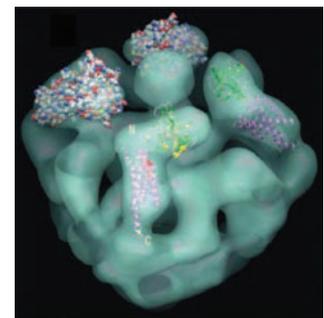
X線による IP3 結合部位構造 (Bosanac et al. Nature, 420, 696-700, 2002) を今回の全体構造へあてはめたもの (同 ref 1 より)
